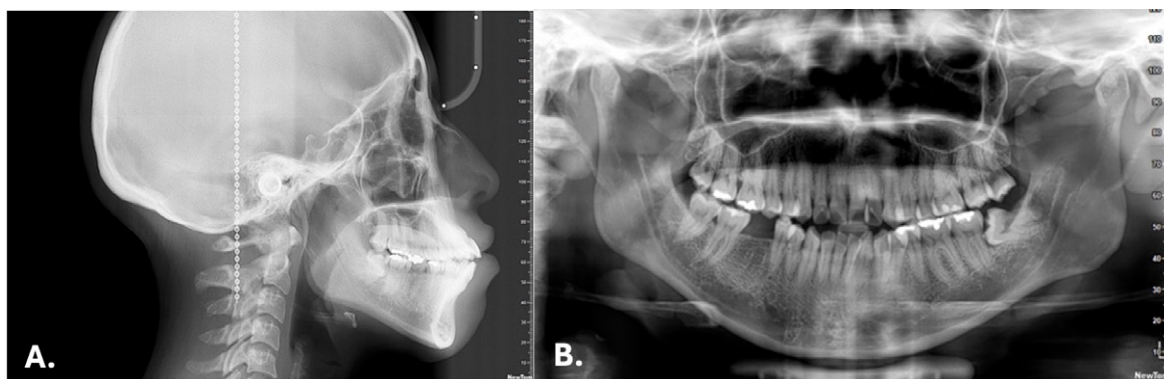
Radiografías iniciales. A. Lateral de cráneo. B. Ortopantomografía.
